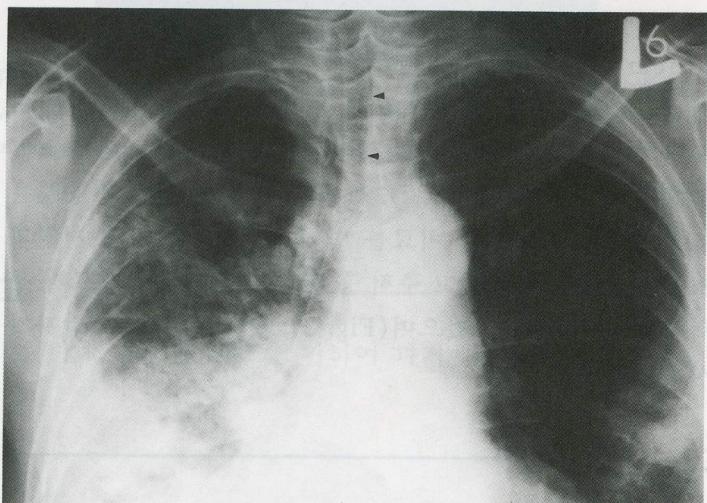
Follow-up radiograph obtained on 40 days after stent insertion shows the left stent migrated cranially(arrowheads). Marked pneumonic consolidation is seen in right mid and lower lung zones.
